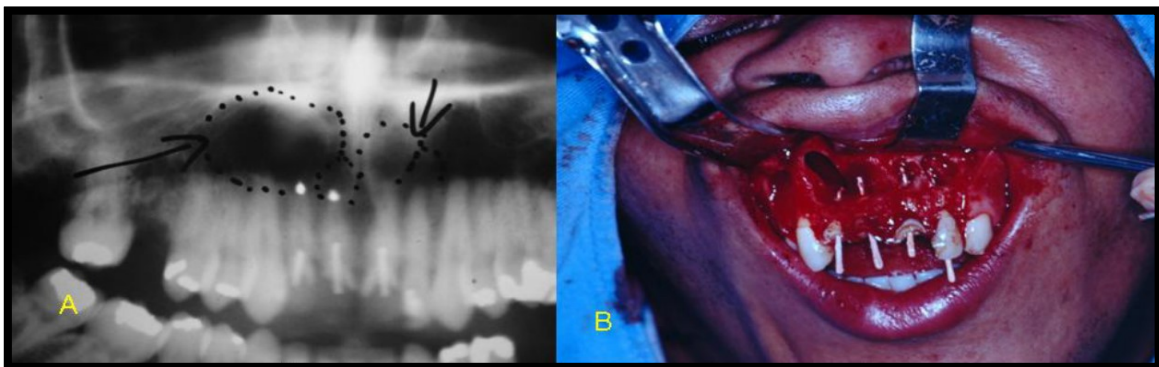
Figura 13A ortopantomografia em que se observa extensa área radiotransparente e compatível com lesão periapical, envolvendo os elementos dentários 12, 11, 21 e 22. Figura 13B Apicectomia com tratamento endodôntico transcirúrgico. Adaptado de: Sette-Dias et. al., 2010.
